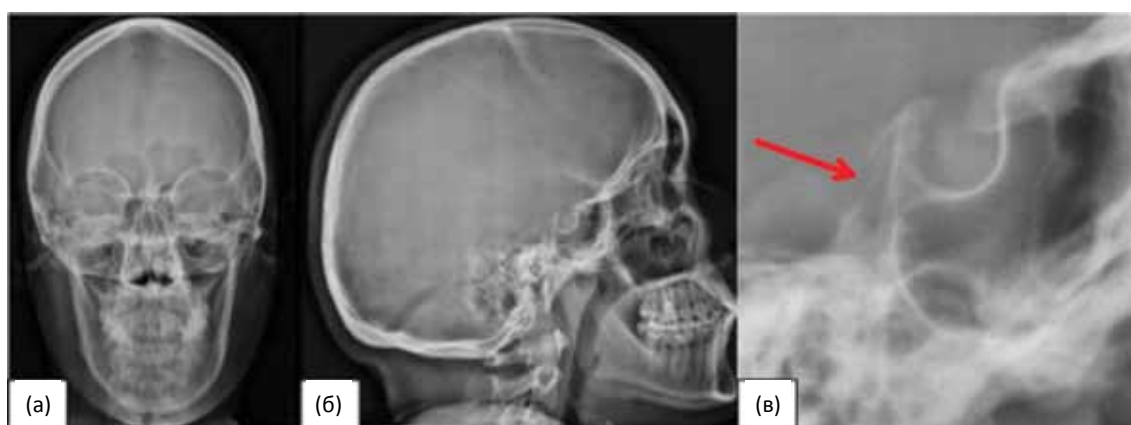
Тот же пациент через 3 года. Рентгенограммы головы в прямой (а), боковой (б) и боковой увеличенной (в) проекциях. Заподозрена деструкция спинки турецкого седла (стрелка).
